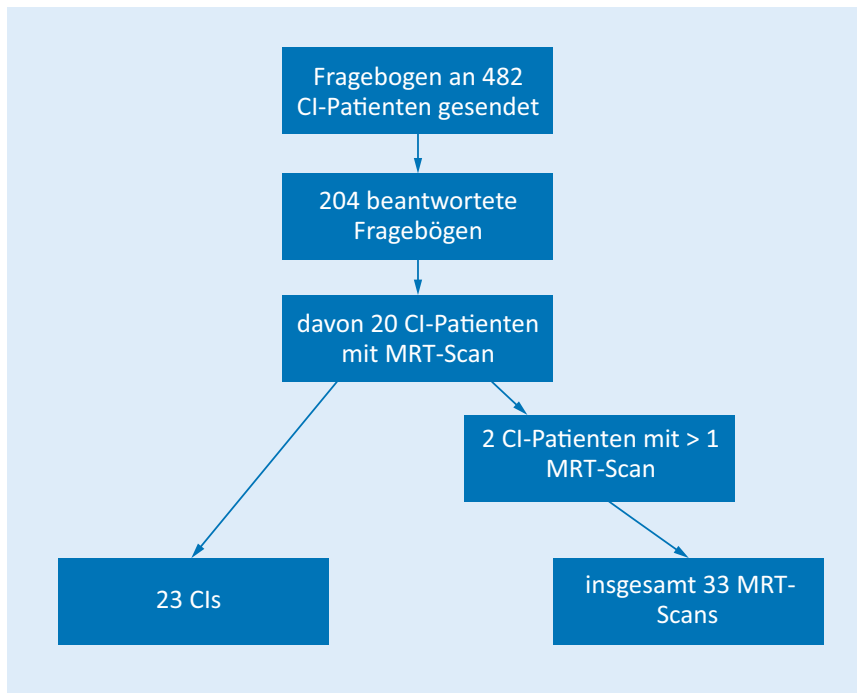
▲ Häufigkeit von MRT-Scans bei CI-Patienten
